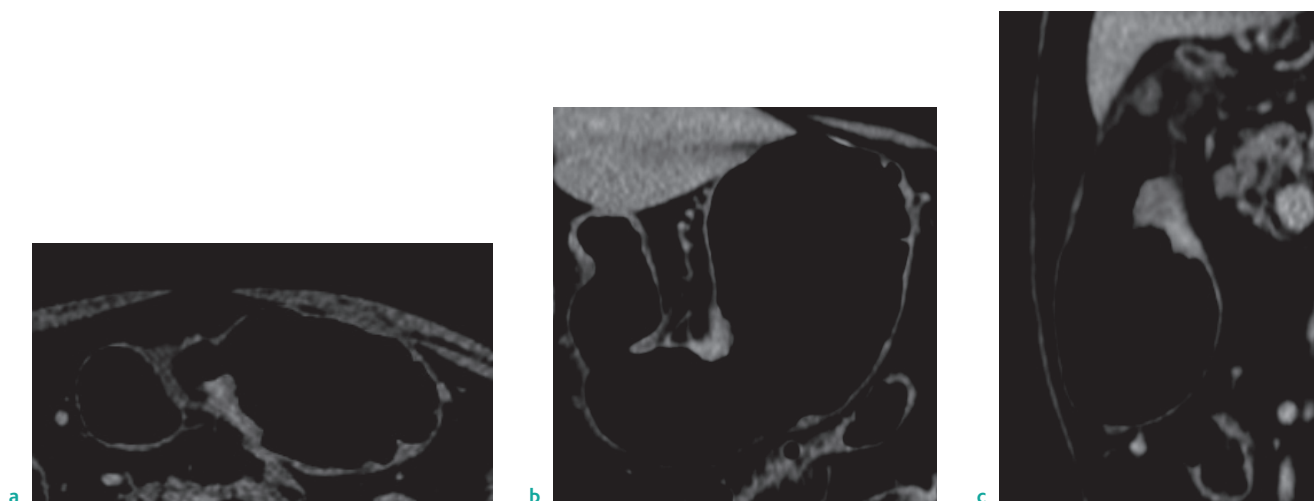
Бугристый КТ-ПГГ тип РЖ.
